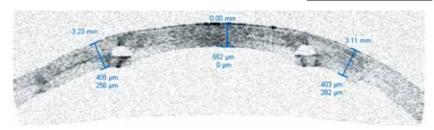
Оптическая когерентная томография пациента Г.,51 год, на 1-е сутки после имплантации кольца MyoRing в роговичный трансплантат с применением фемтосекундного лазера
